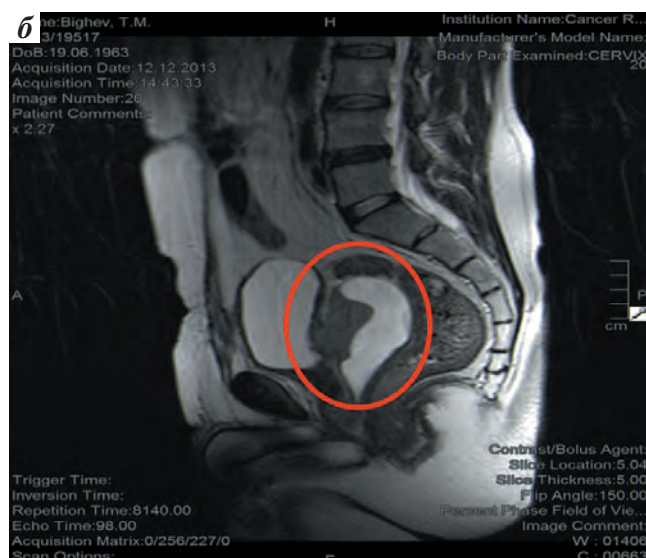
МРТ, T2-взвешенное изображение: а — аксиальный срез. Кистозно-солидная опухоль располагается между МП и прямой кишкой. Сольный компонент поддавливает и врастает в заднюю стенку МП; б — сагиттальный срез. Опухолевое образование правого семенного пузырька с врастанием в заднюю стенку МП. Параректальная клетчатка не инфильтрирована, ПЖ гипотрофирована
